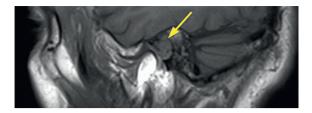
(A). МРТ левого внутреннего слухового прохода, T1-BИ в сагиттальной плоскости
